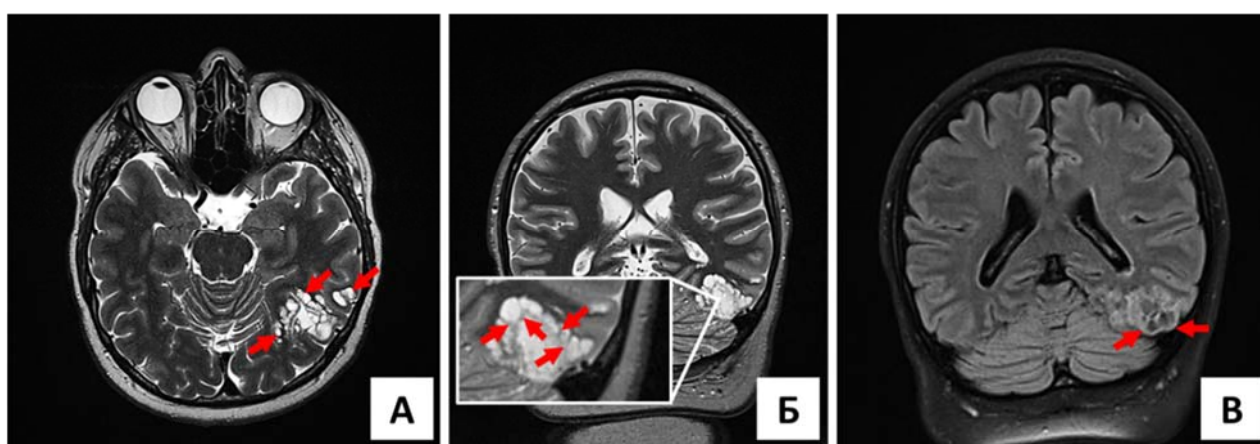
Характерный вид ДНЭО на МРТ головного мозга в виде множественных кист по типу «мыльных пузырей», отграниченных соединительнотканными перегородками (красные стрелки). Аксиальный срез в режиме T2 (А), фронтальный срез в режиме T2 (Б), фронтальный срез в режиме FLAIR (В)
